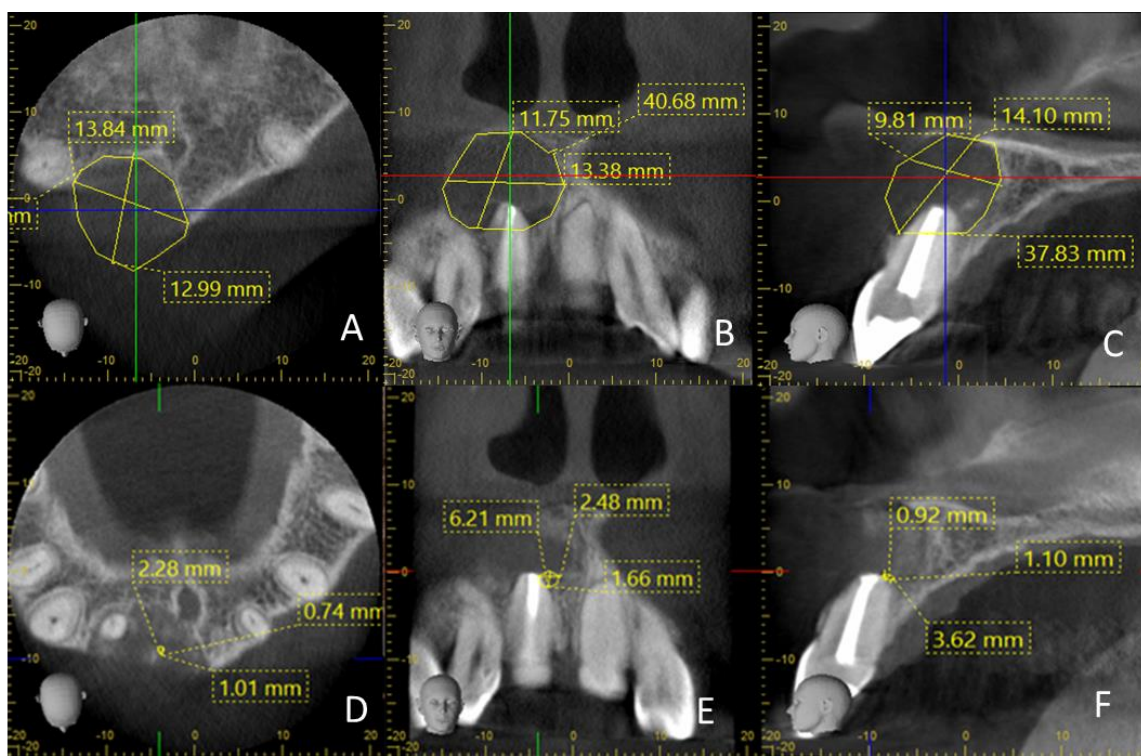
Imágenes CBCT Caso 2 preoperatoria y 3 meses de diente 11 (5A) Plano Axial (5B) Plano Sagital (5C) Plano Coronal (5D) Plano Axial (5E) Plano Sagital (5F) Plano coronal
